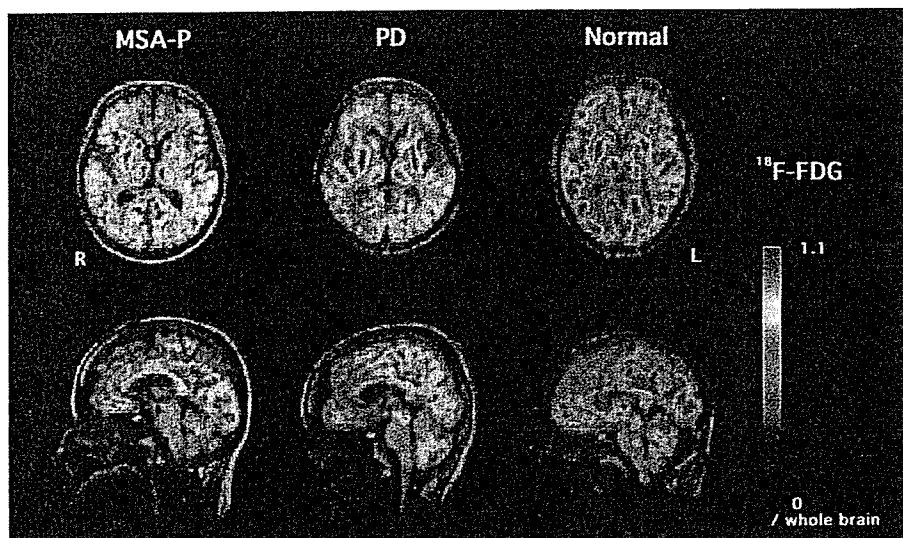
$^{18}\text{F}$ -FDG PETによる脳ブドウ糖代謝画像
